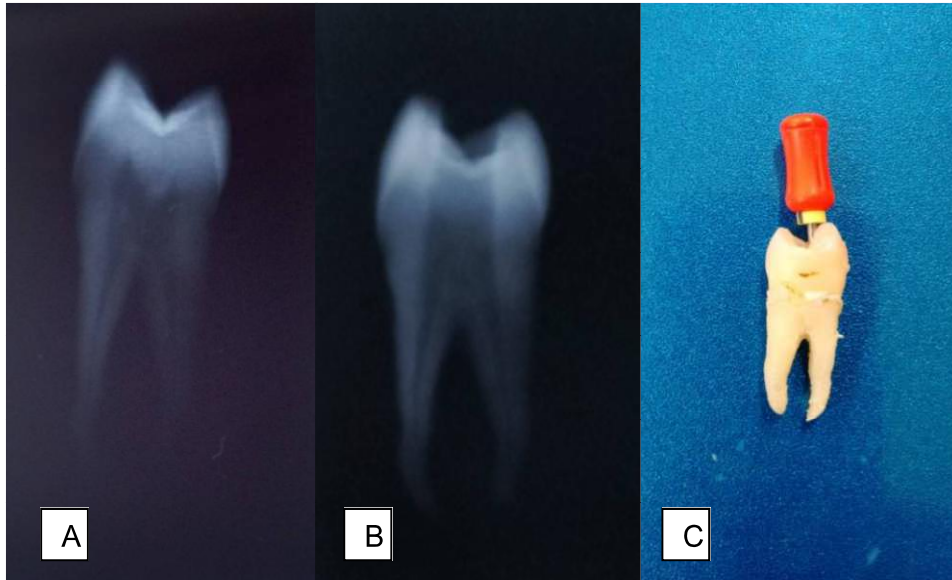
(A) Radiografia inicial. (B) Radiografia mostrando acesso e preparo do terço cervical e médio. (C) Preparo do terço cervical e médio com Lima Protaper Sx. Araruna – PB, 2016.
